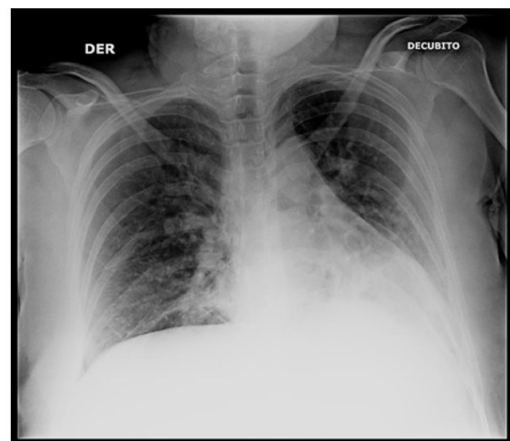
Radiografía de tórax postero-anterior en decúbito que evidencia fractura costal de 4ª, 5ª y 6ª costillas derechas, sin hemoneumotórax.
